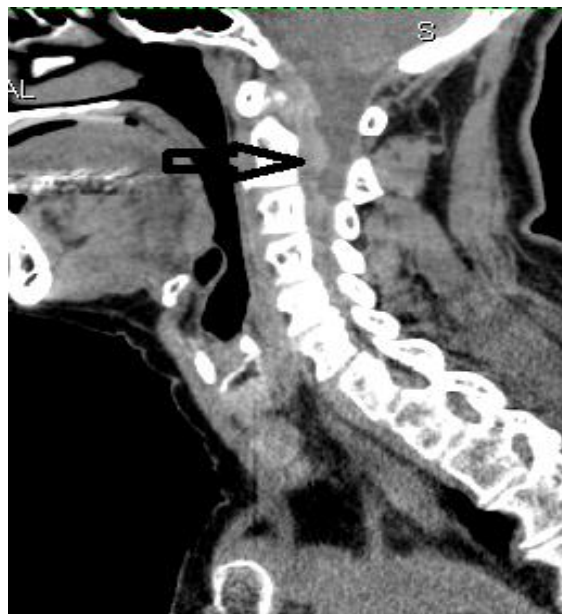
TAC simple, corte sagital. Imagen hiperdensa en el espacio subaracnoideo anterior desde la unión cráneo espinal hasta C7
